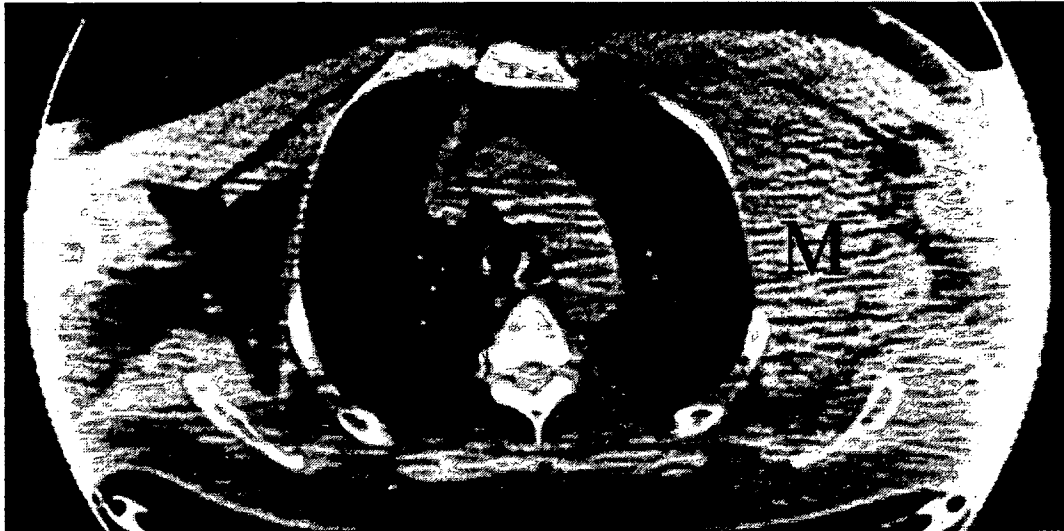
L'artefact vu sur l'image de en bas: une acquisition d'une mesure multimodale CT/TEP (homme de 48 ans), où le champs de vue pour le CT est de 45-50 cm et le champs de vue pour la TEP est de 60-70 cm. La co-registation de deux images génère des artefacts qui se manifestent sous forme de troncature de l'activité émis par les bras (zones marquées par les deux étoiles sur l'image en bas) [72].
